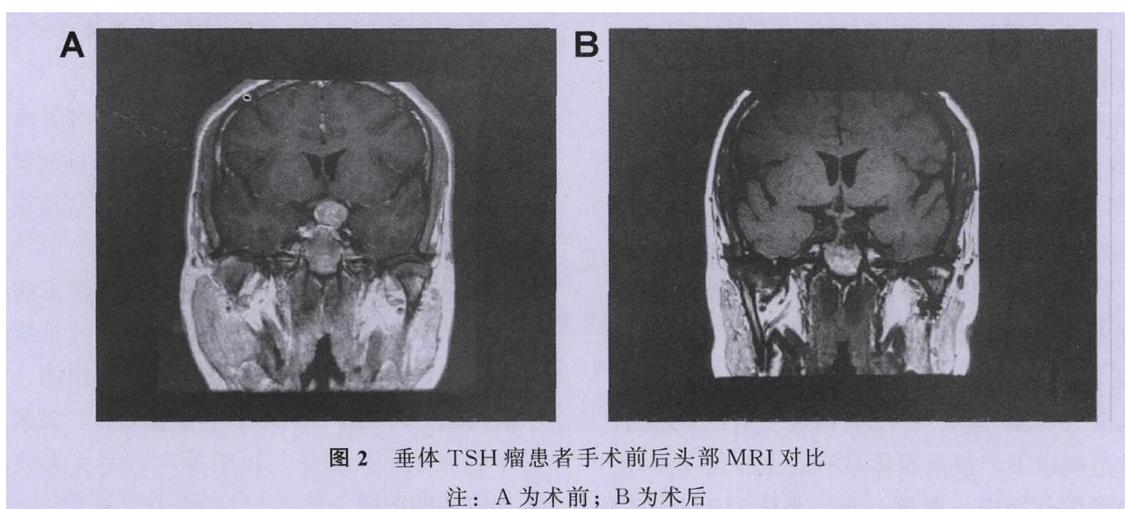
垂体 TSH 瘤患者手术前后头部 MRI 对比
